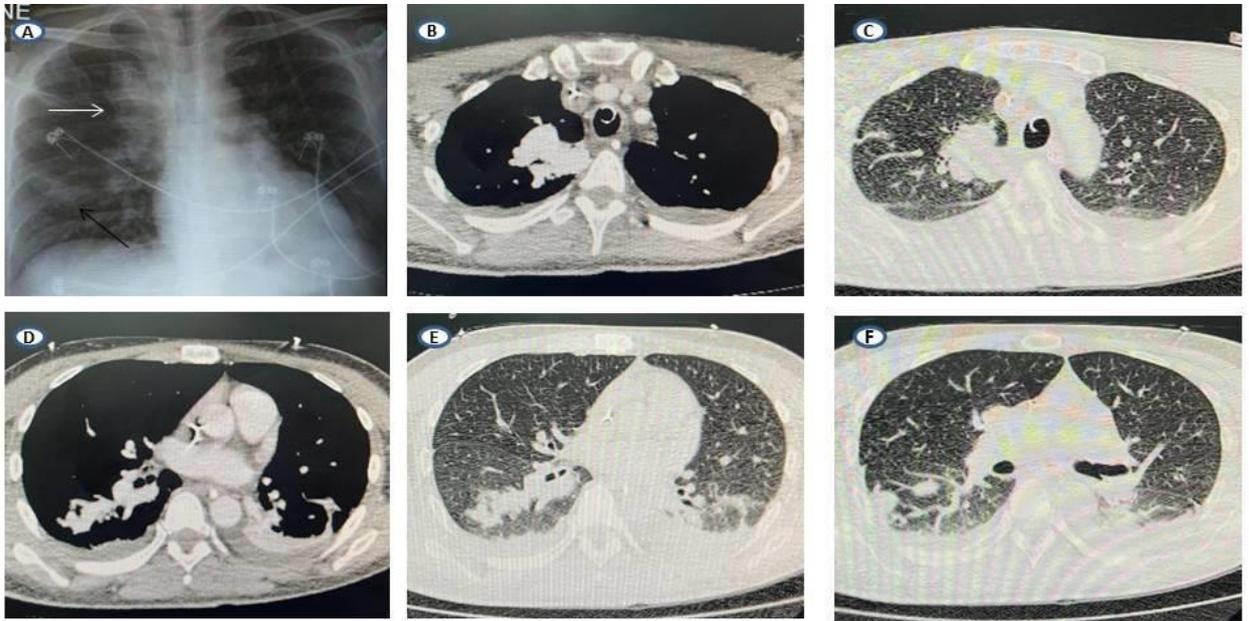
Exames radiológicos pulmonares: em A, radiografia de tórax mostrando malformação arteriovenosa (MAV) em segmento apical do lobo pulmonar superior direito (LSD) – seta branca – e no segmento apical do lobo pulmonar inferior direito (LID) – seta preta; em B e C, tomografia computadorizada (TC) de tórax com contraste evidenciando MAV em LSD; e em D, E e F, TC de tórax com contraste evidenciando MAV em LID.
